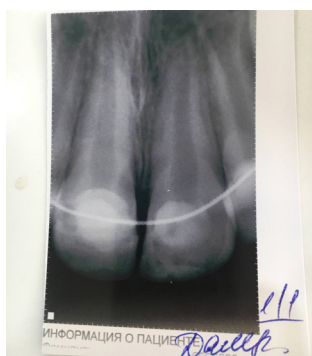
Рентгенодиагностика фронтальной группы зубов после получения травмы.
